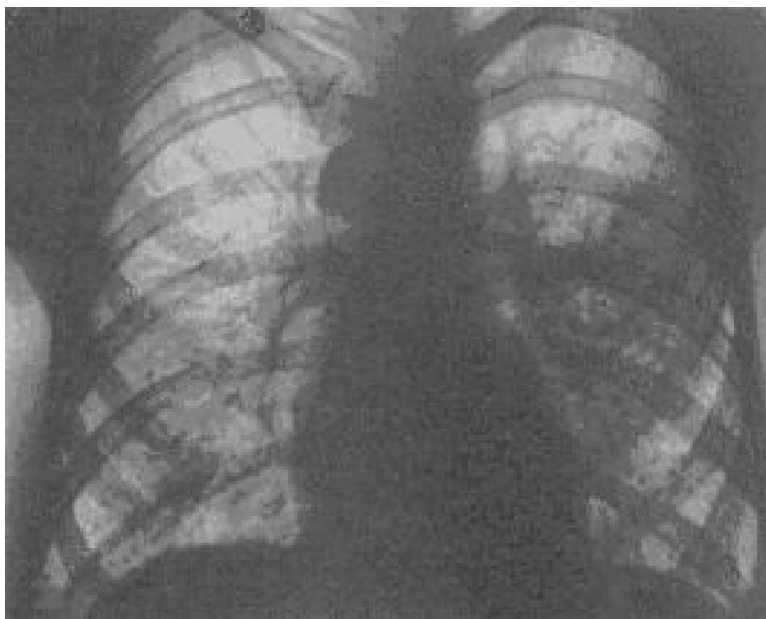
Рентгенограмма легких у проходчика
